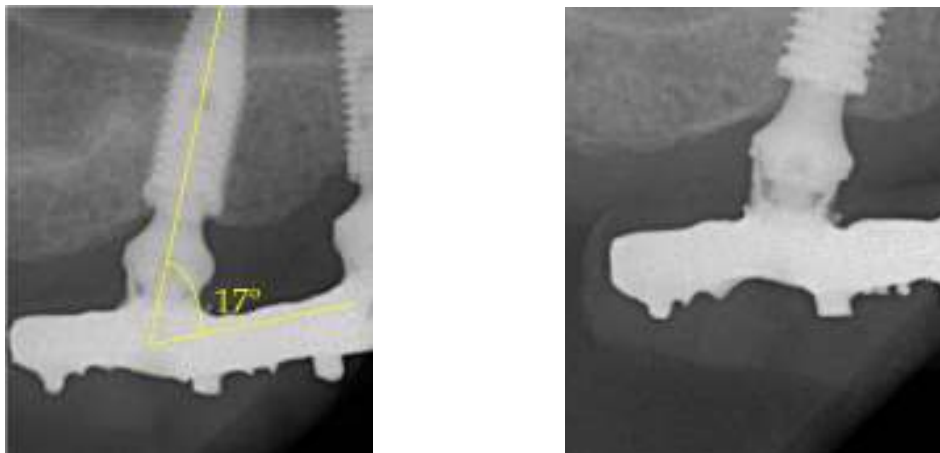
Radiografias periapicais comprovando a inclinação do implante em relação aos implantes anteriores e a barra protética
